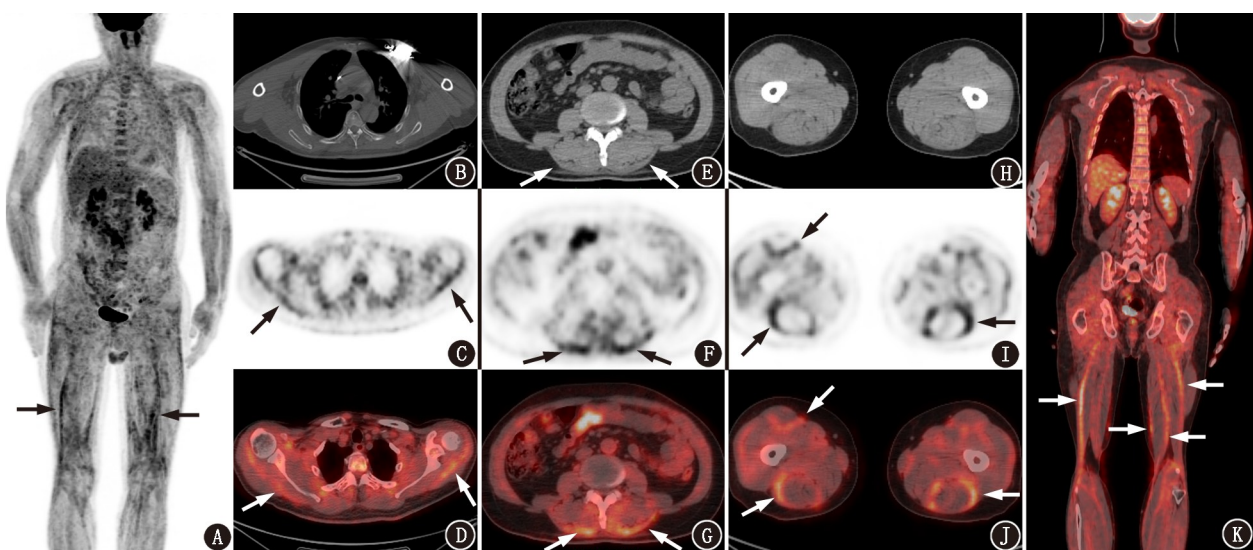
嗜酸性粒细胞性筋膜炎患者(男, 58 岁)¹⁸F-FDG PET/CT 显像图。A.最大密度投影(MIP)图示下肢筋膜 FDG 代谢增高(箭头示); B~J.横断面 PET/CT 图中, CT 图可见左侧胸壁心脏起搏器植入(B); PET、PET/CT 融合图分别显示肩部(C、D)、腰背部(F、G)、下肢肌(I、J)筋膜代谢增高(箭头示);另 CT 图示腰背部肌肉表面筋膜增厚(E; 箭头示), 下肢肌筋膜显示欠佳(H; 箭头示); K.冠状面融合图示下肢筋膜弥漫性代谢增高(箭头示)
